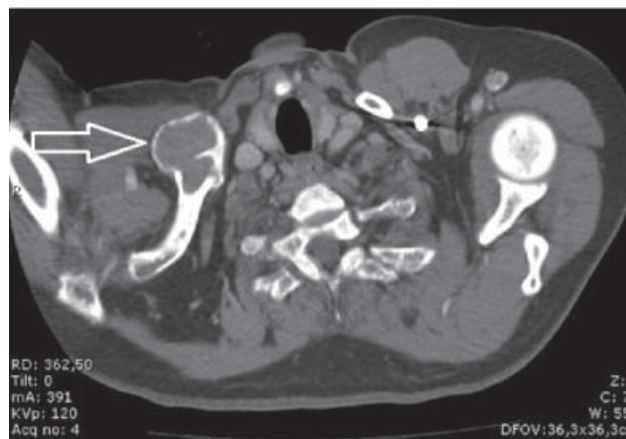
Tomografía computada de tórax. Lesión osteolítica expansiva localizada en el extremo proximal de la clavícula derecha (flecha).
